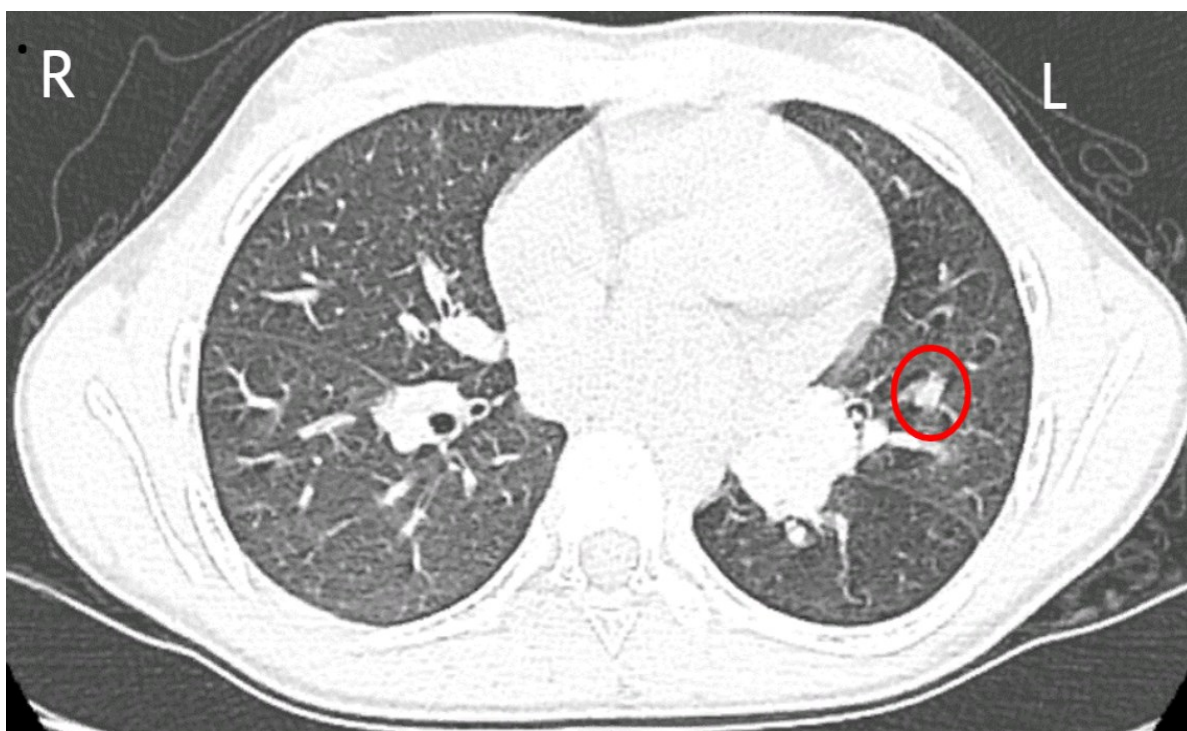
Мультиспиральная компьютерная томография легких у ребенка с инородным телом
